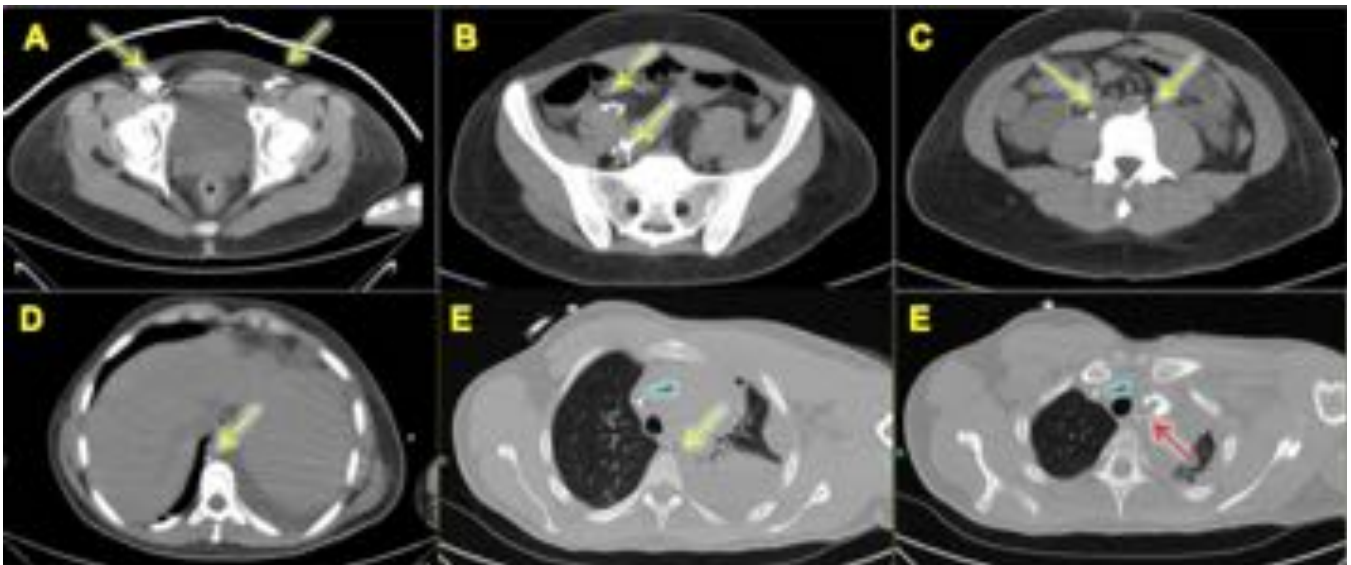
Imágenes axiales de TC abdomino-pélvico sin contraste realizado inmediatamente tras la linfangiografía con Lipiodol® (flechas amarillas, imágenes A-E). En el último corte, se alcanza a distinguir el lugar de la fuga de contraste (flecha roja). Las flechas verdes señalan el catéter central tipo Hickman.
